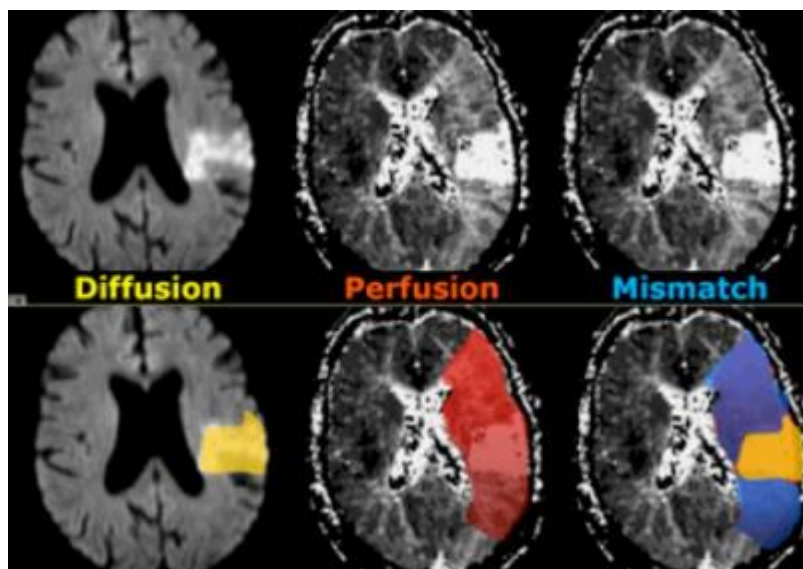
Valutazione del mismatch di perfusione/diffusione con la tecnica di RM perfusiva in un ictus ischemico.
